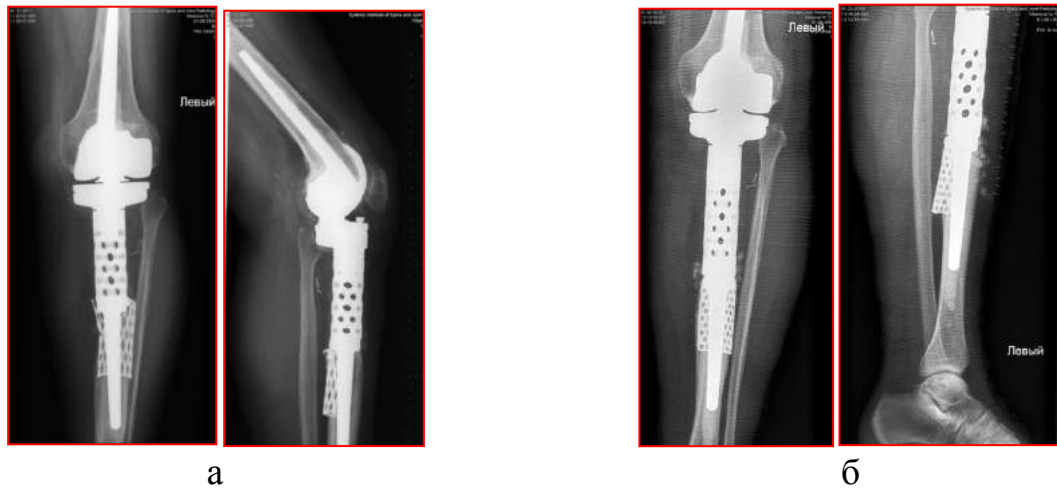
Рентгенограми пацієнтки В., 56 років, Історія хвороби № 81643, асептична нестабільність ендопротеза СІМЕКС: до (а) та після (б) хірургічного втручання.
